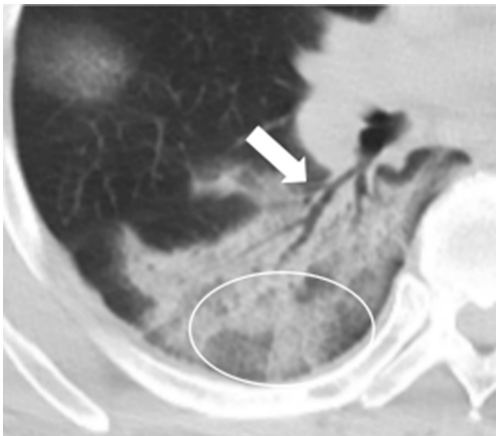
2020 年 1 月 31 日胸部 CT
